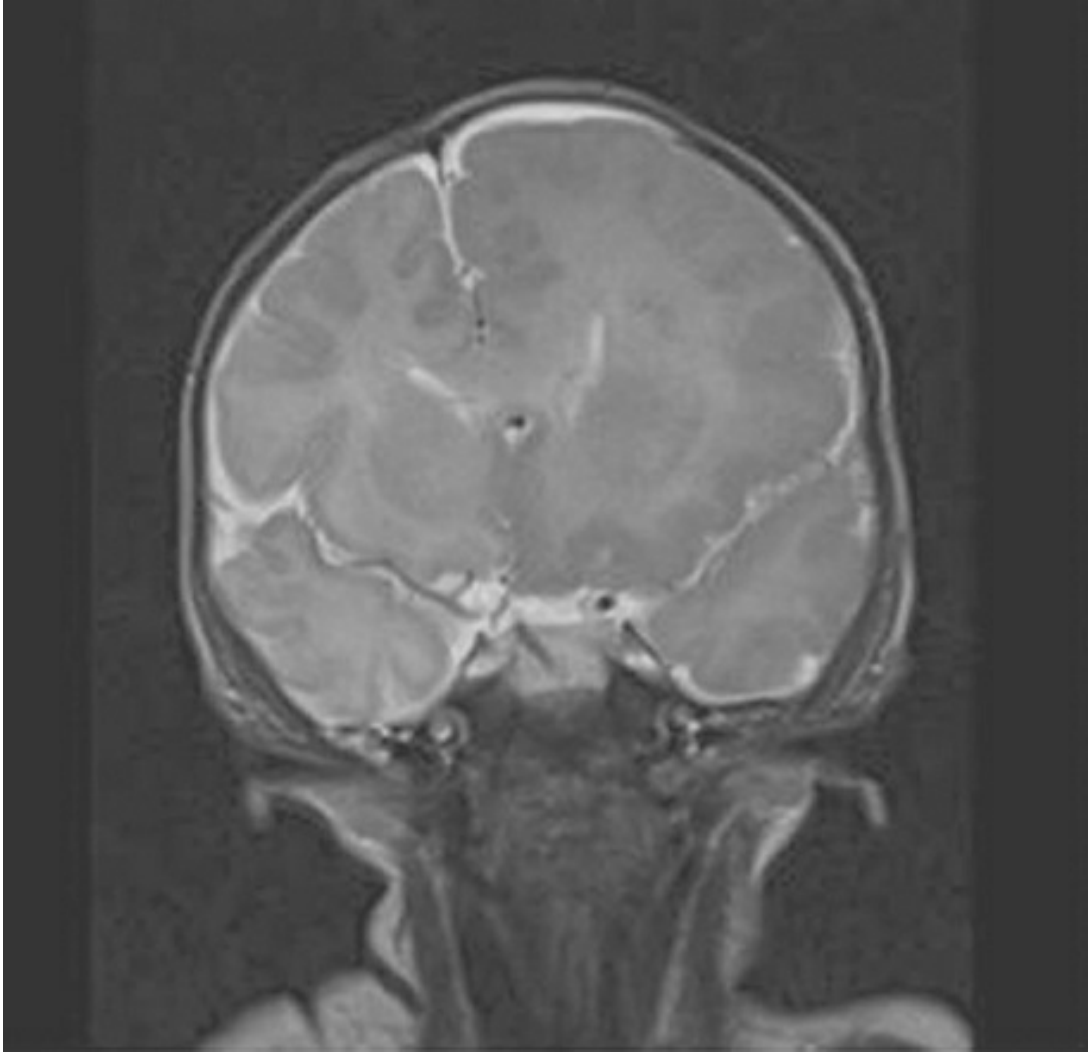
Corte coronal de resonancia magnética nuclear ponderada en T2.
